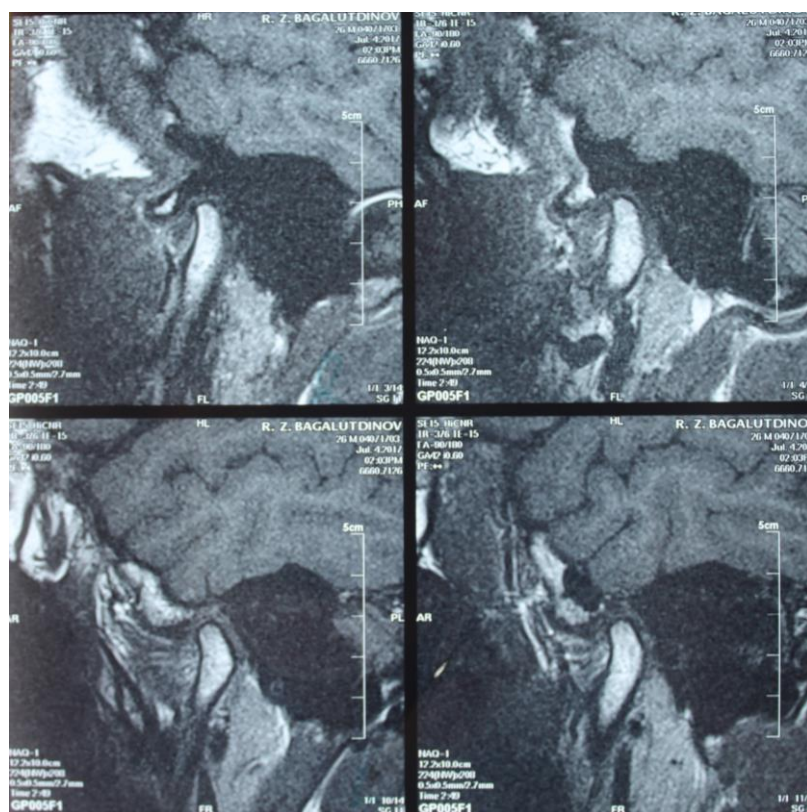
МРТ ВНЧС пациента
